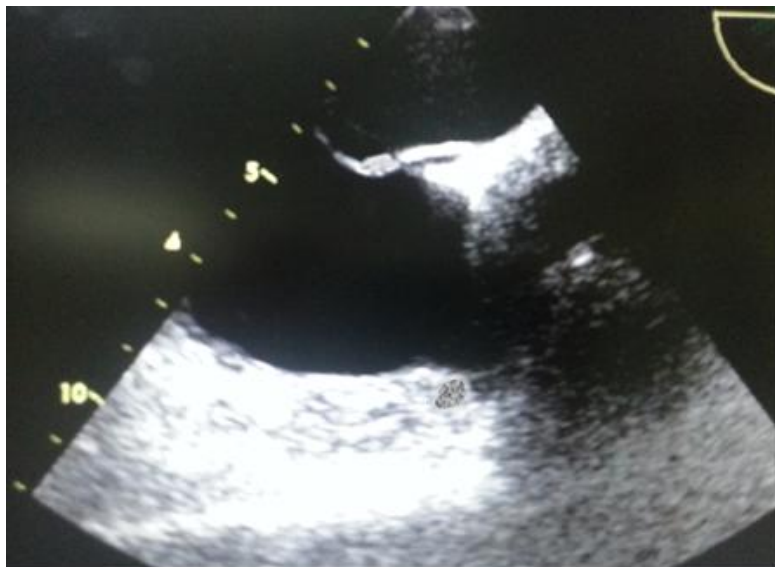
Echocardiographie transoesophagienne visualisant l'anévrisme du septum interauriculaire avec un trombus enclavé
